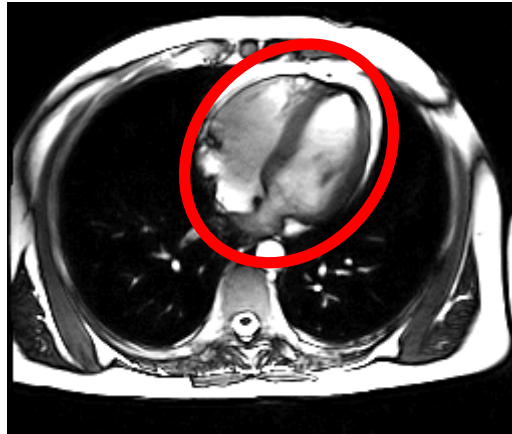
Image par IRM cardiaque (vue axiale).
